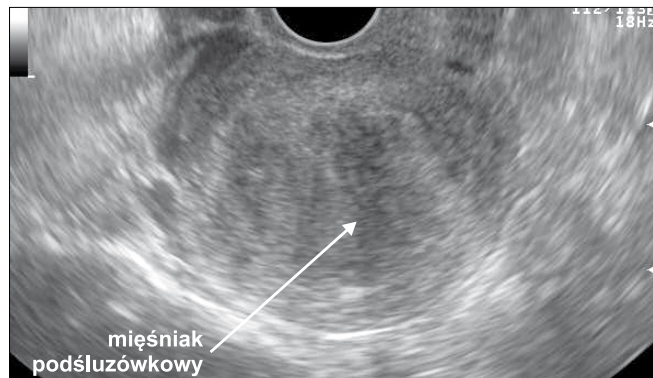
Obraz ultrasonograficzny mięśniaka macicy z kształtką wewnątrzmaciczną.
